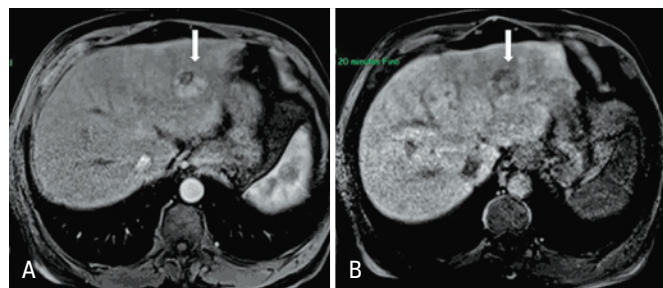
Paciente com hepatopatia crônica, submetido a ressonância magnética com contraste hepato-específico, mostrando um hepatocarcinoma típico no lobo esquerdo. Na fase arterial (A), a lesão mostra-se predominantemente hipervascularizada, enquanto na fase hepatobiliar tardia (B), apresenta predomínio de hipossinal
